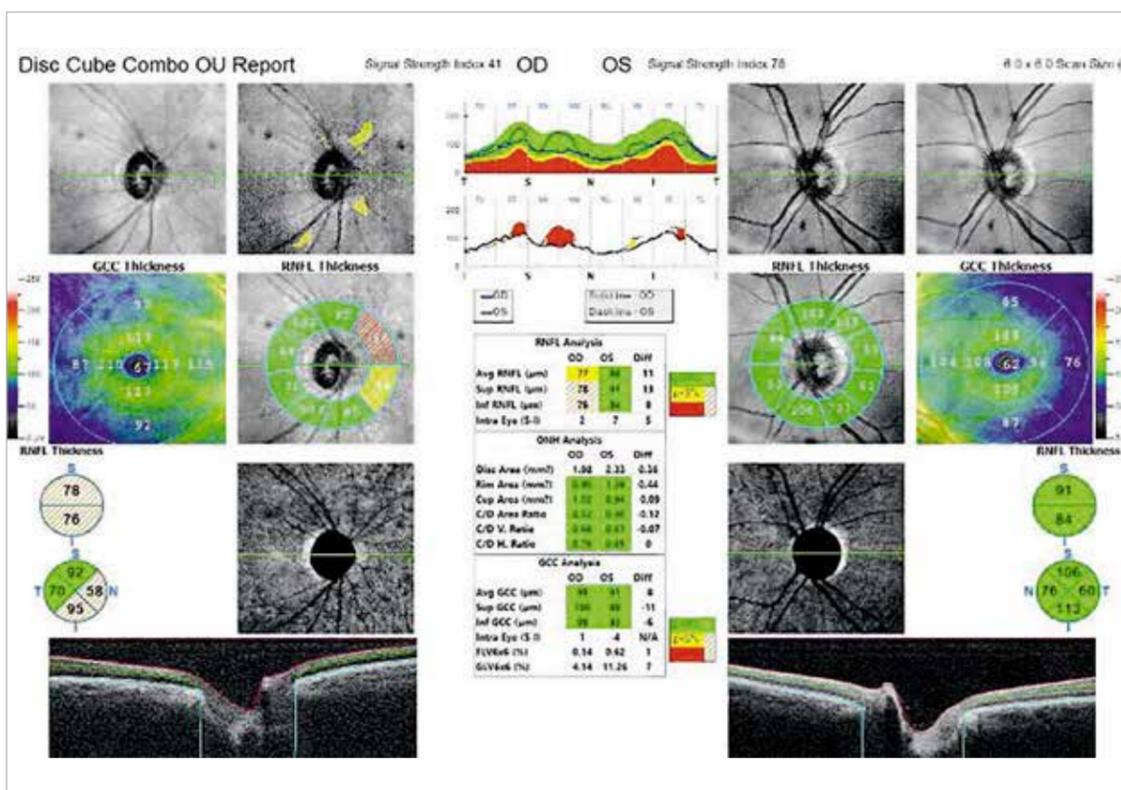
Оптическая когерентная томография правого и левого глаза пациентки В., 2023 г.
